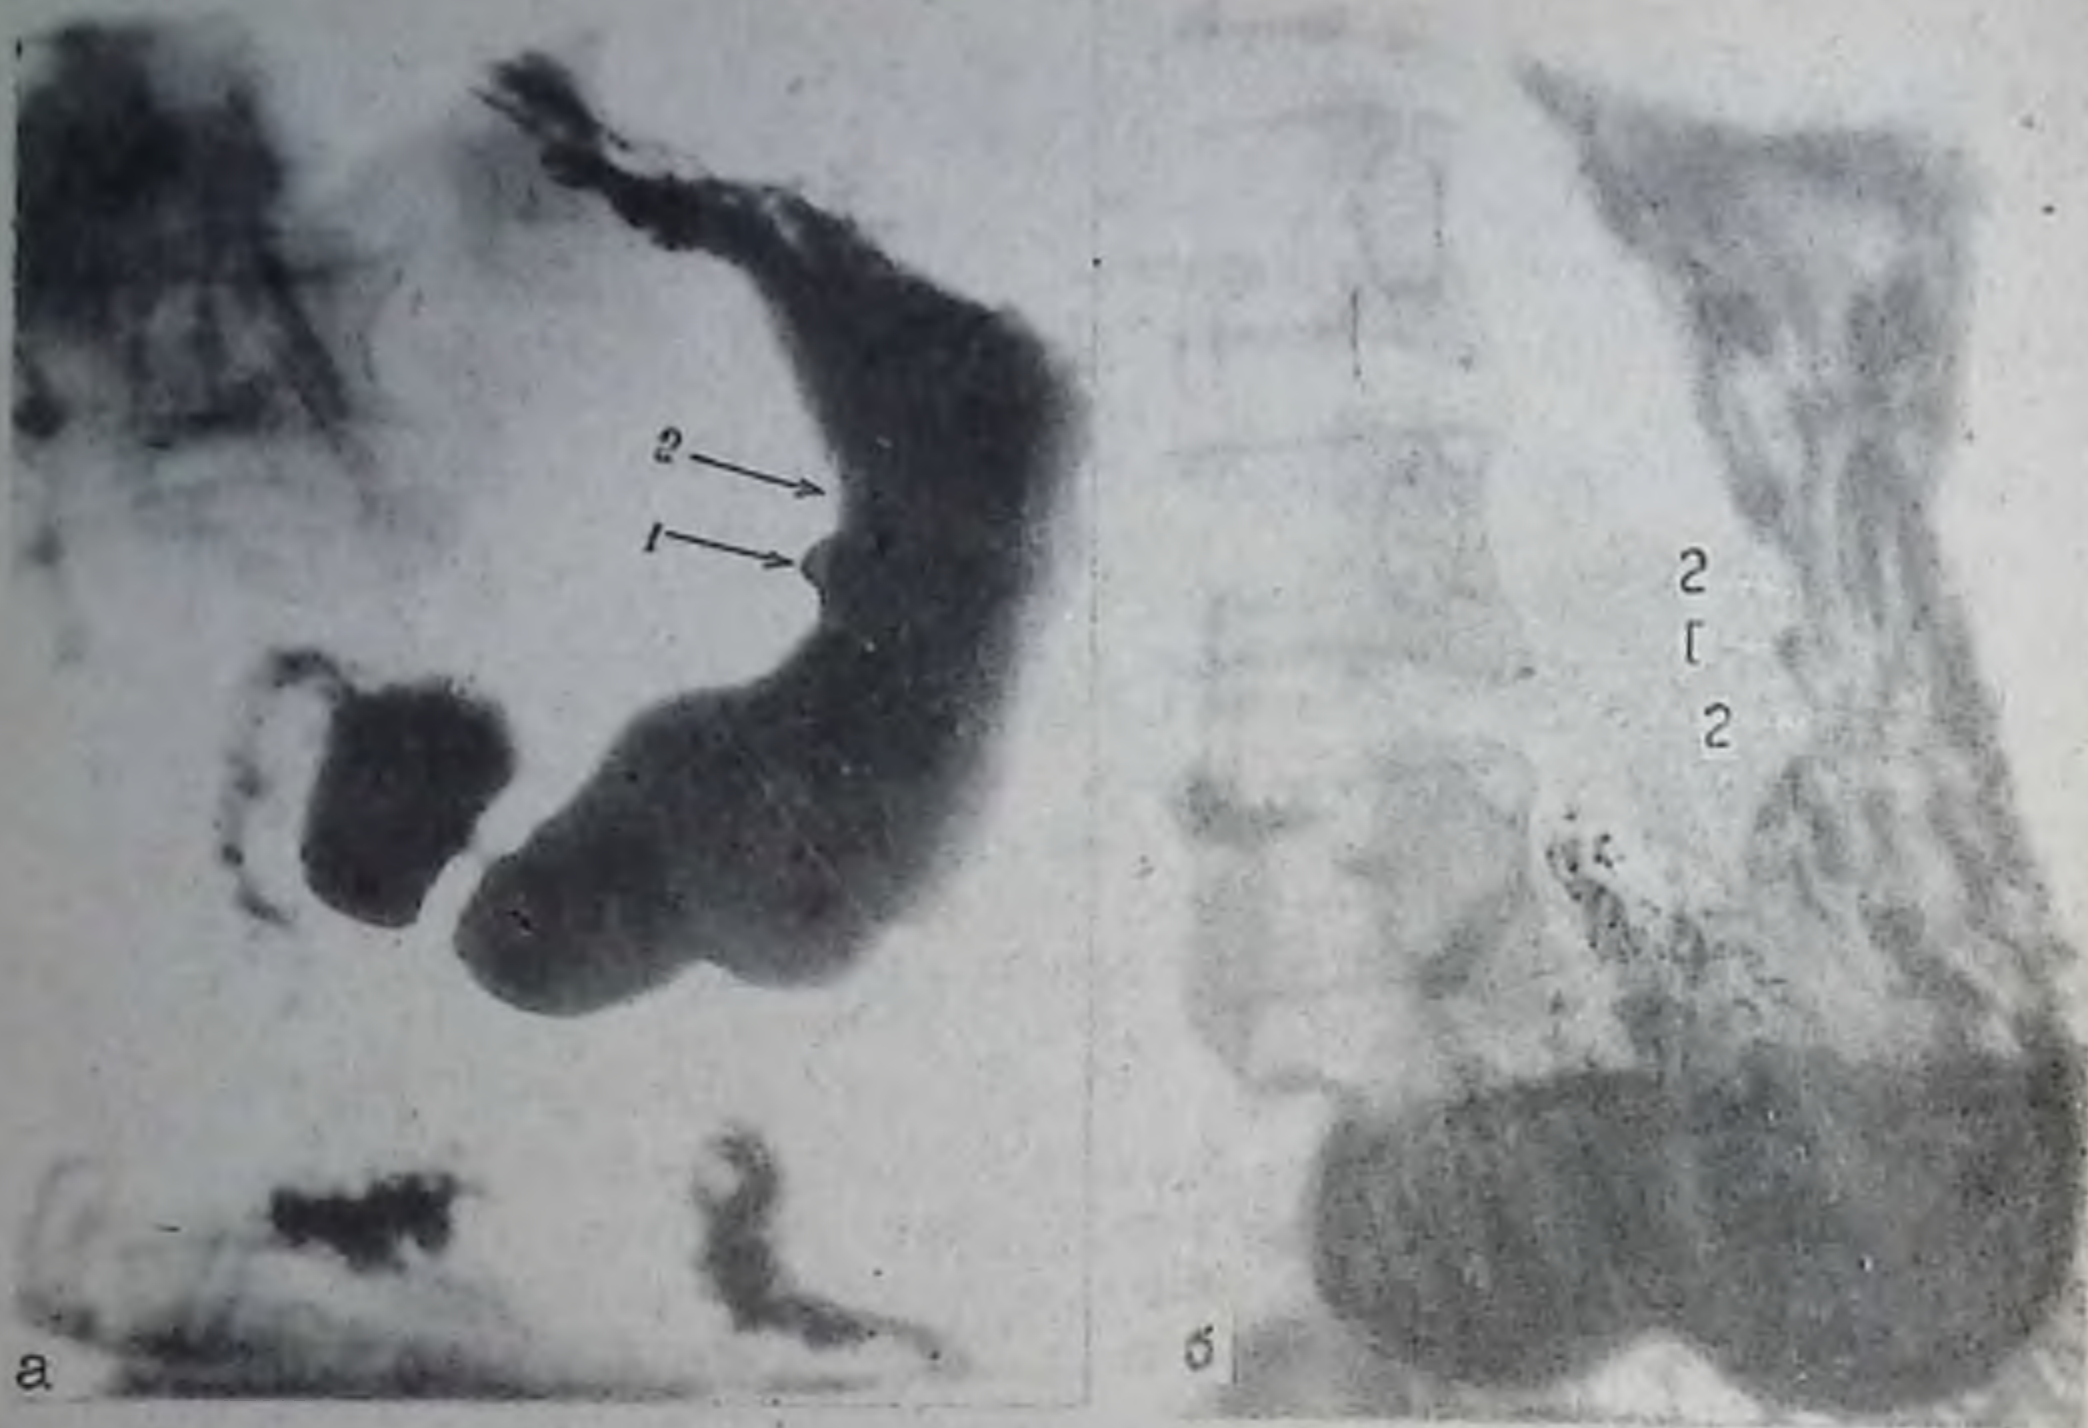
Рентгенограмма желудка:
